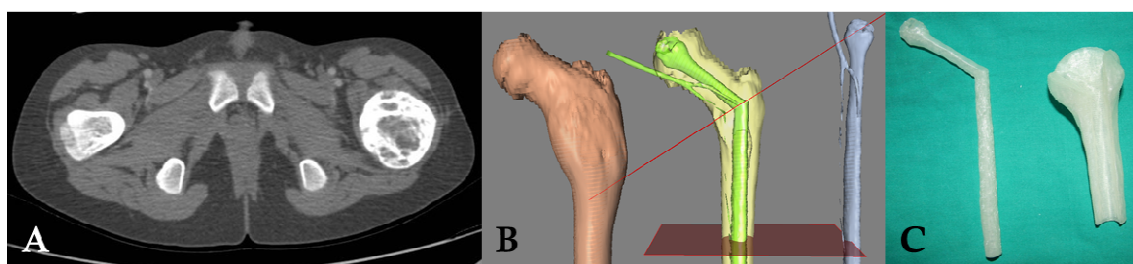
caso real de reconstrucción en sarcoma óseo. A) imagen 2D de TAC mostrando tumoración ósea femoral izquierda; B) reconstrucción virtual 3D tanto del hueso a reconstruir como del constructo óseo que lo sustituirá; C) modelo 3D de ácido poliláctico formado por un peroné libre y un aloinjerto óseo de cadáver.
